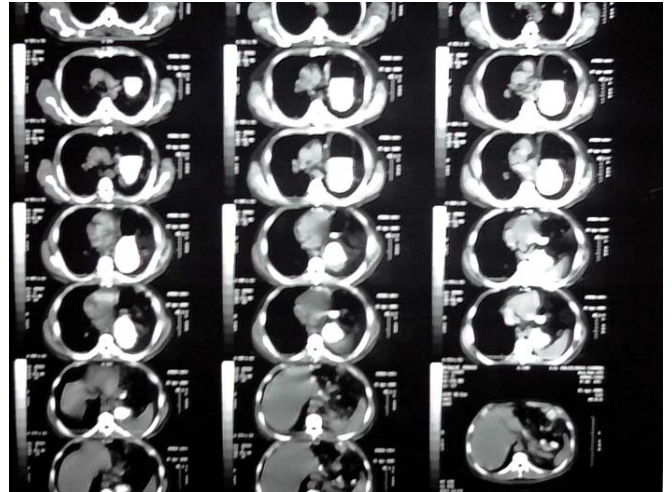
Tomografía toracoabdominal preoperatoria que muestra la eventración en hemitórax izquierdo
